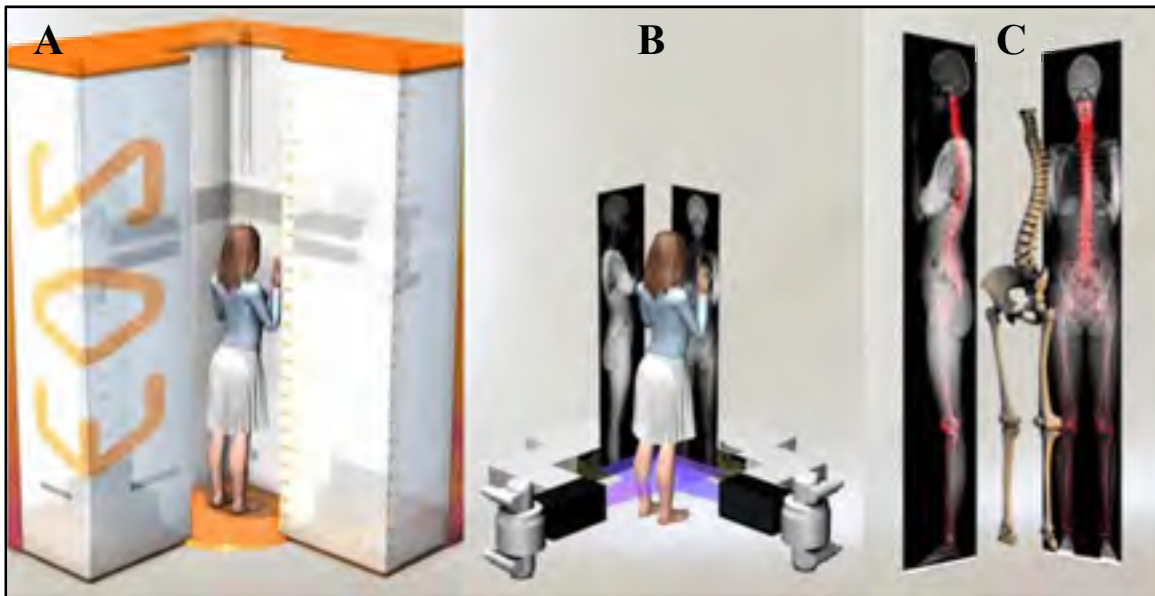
Représentation du système EOS[®] (A), des radiographies obtenues d'un sujet (B), et des reconstructions 3D des os des membres inférieurs et du rachis (C)
